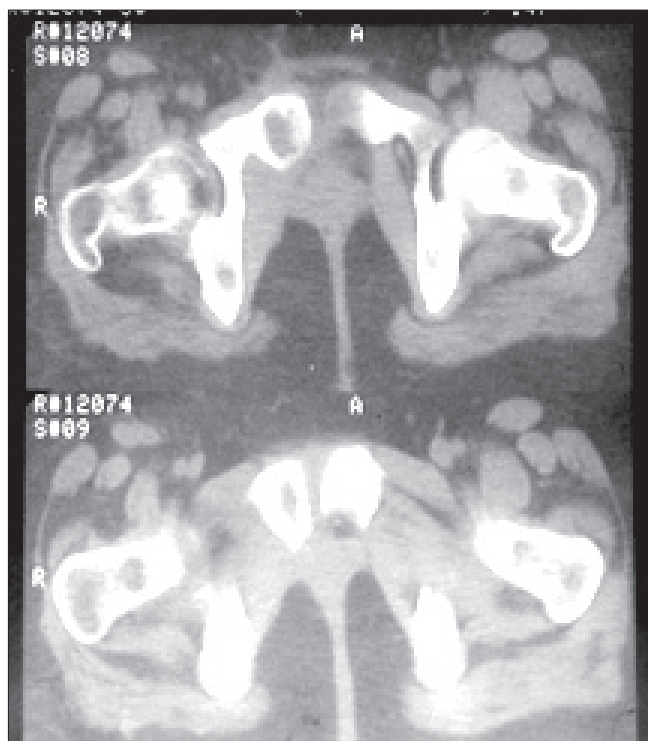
Компьютерная томограмма таза больной К.Н. после лечения 30.07.1997 г.
